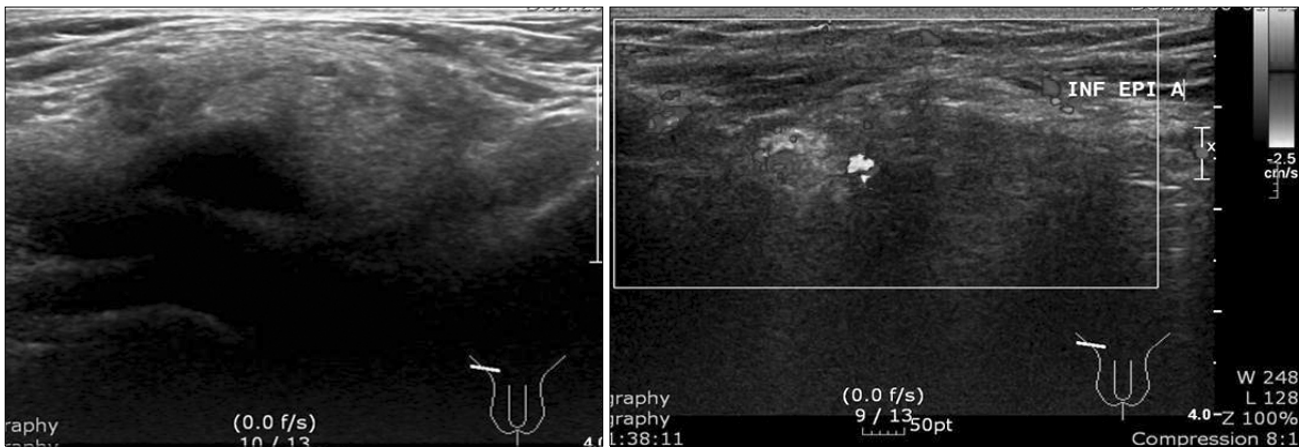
Ultrasonography showed abnormal echogenic fatty mass in the right inguinal fossa (3×1.3×4.3 cm) with minimal movement during Valsalva's maneuver.
